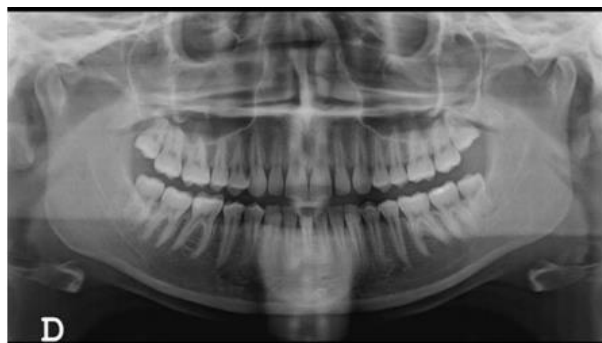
Jiménez Quijano, A. et al. (2015). *Radiografía panorámica (ortopantomografía)*.
